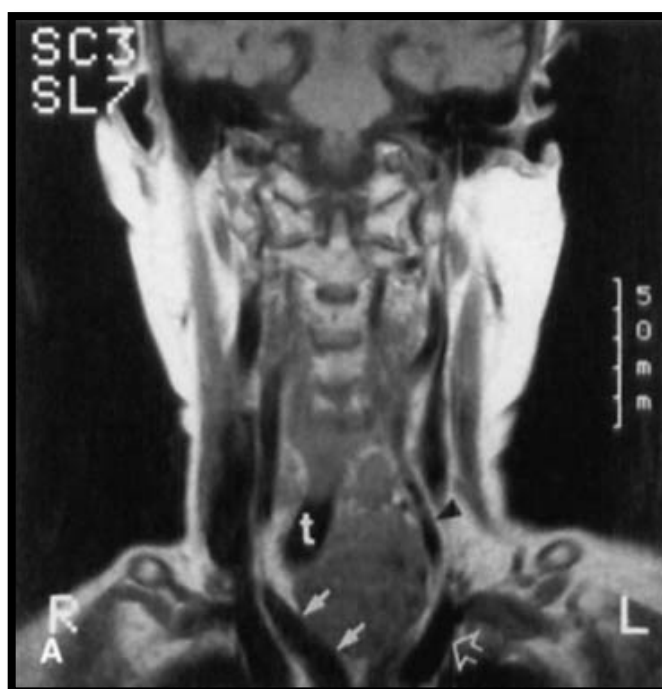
IRM en coupe coronale en séquence T1, montrant les rapports du goitre et la trachée (t) aux structures vasculaires adjacentes incluant l'artère innominée (flèche blanche) et la carotide commune gauche (flèche noire) (60)
